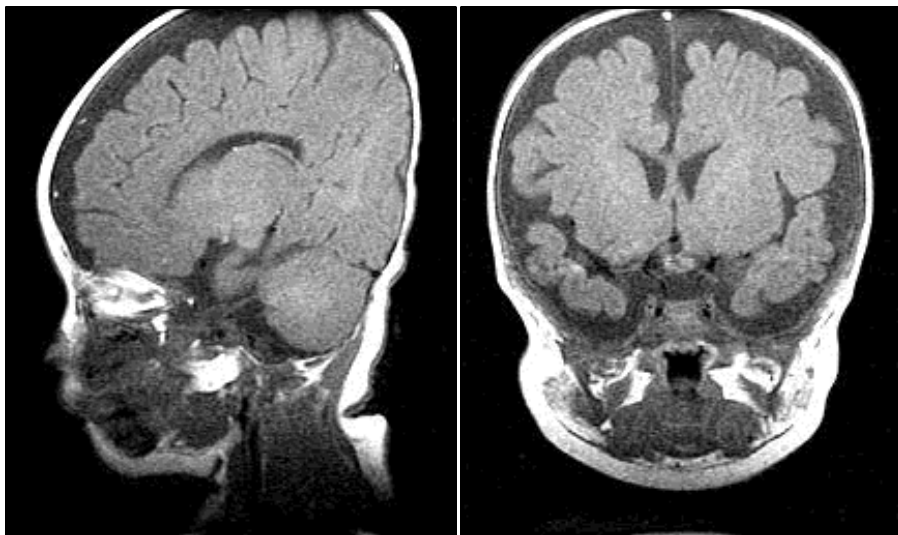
Pre-contrast T1 weighted sagittal and coronal images of brain MRI reveal small pituitary gland suggesting hypopituitarism. There are atrophic change of brain parenchyma and left subdural hematoma which is probably associated with hypopituitarism.
